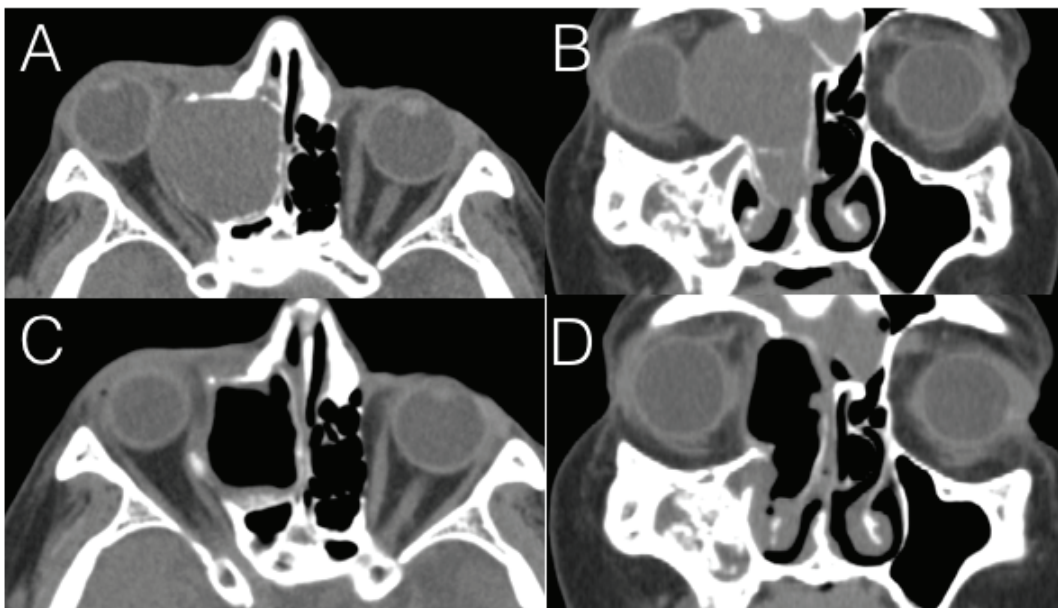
Tomografía computada preoperatoria y postoperatoria
